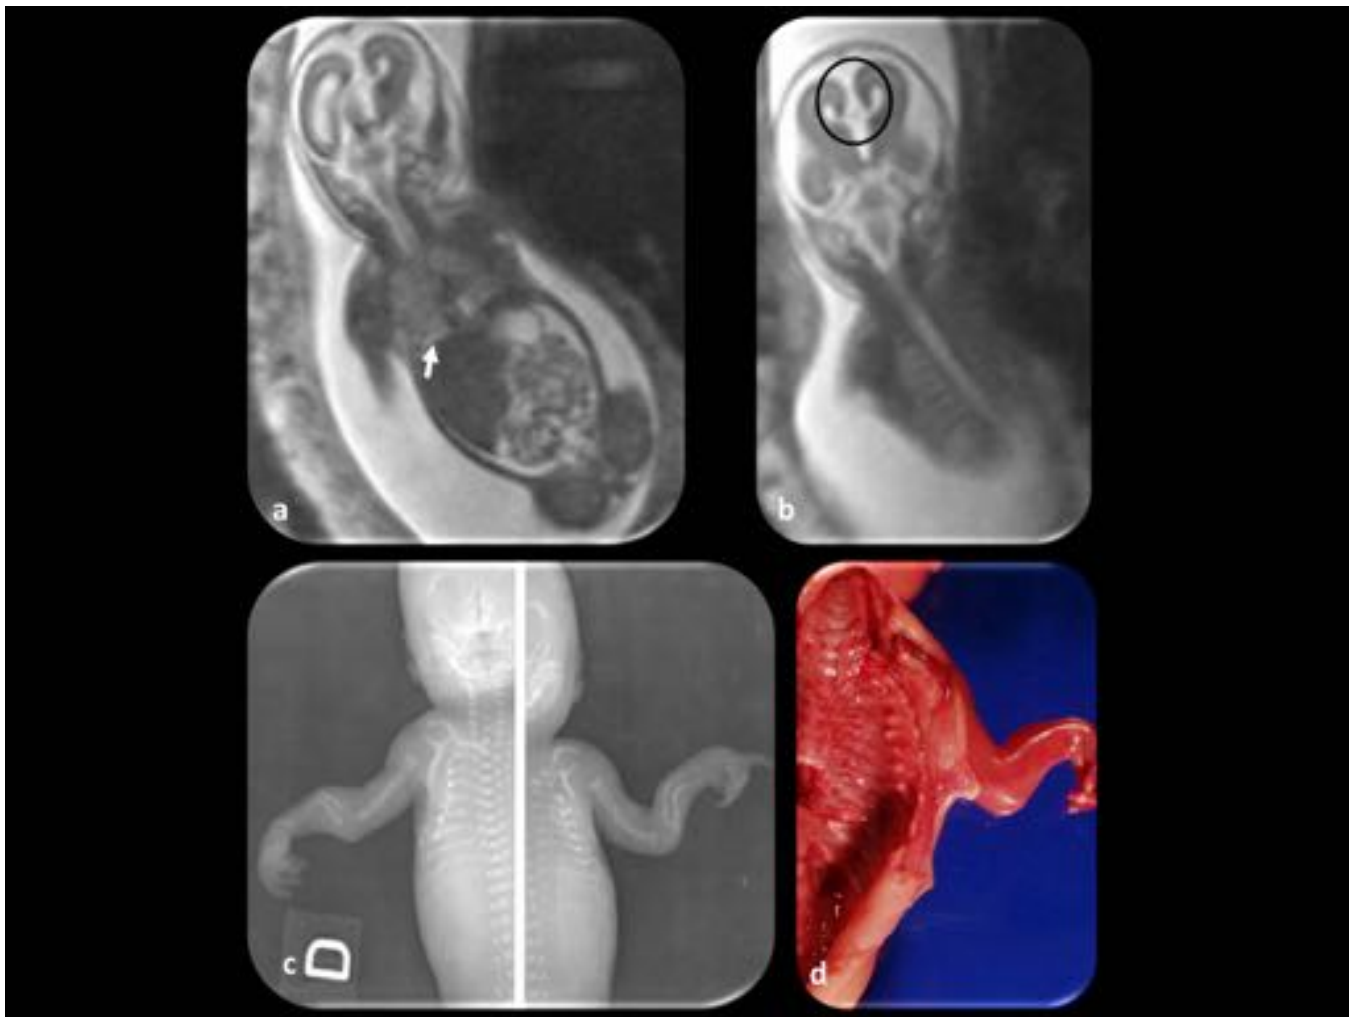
Osteogénesis imperfecta tipo II A. Feto de 19 semanas de gestación. (a y b) Imágenes coronales. Puede haber hipoplasia pulmonar moderada. En (a) se observa una pequeña cantidad de hidrotórax en la base derecha (flecha) y ascitis. (b) Pueden verse costillas fracturadas. Agenesia del cuerpo calloso, no sospechada antes de la RM (círculo). (c y d) radiografías y espécimen anatómico de este feto que muestra las múltiples fracturas costales.
